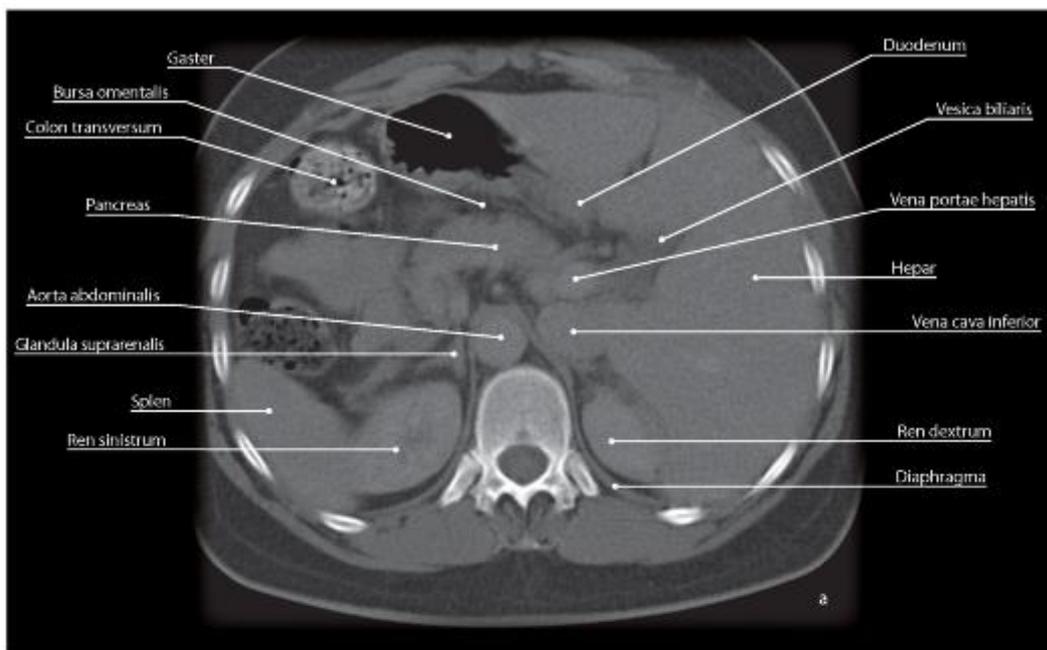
Поперечное сечение полости живота. Уровень формирования воротной вены печени. Рентгеновская компьютерная томограмма (а). Распил туловища (б)
